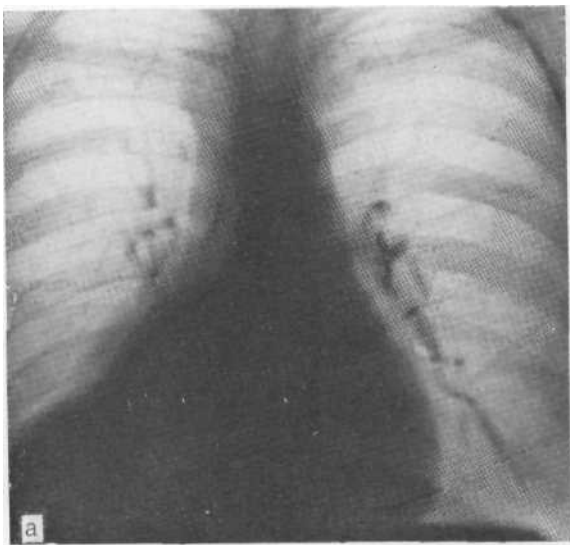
Рентгенограмма в прямой проекции (а), томограмма в боковой (б) и бронхограмма (в) больной с ателектатическими бронхоэктазами средней и нижней долей правого легкого. На томограмме видно неоднородное затемнение средней доли и области заднего реберно-диафрагмального синуса.
